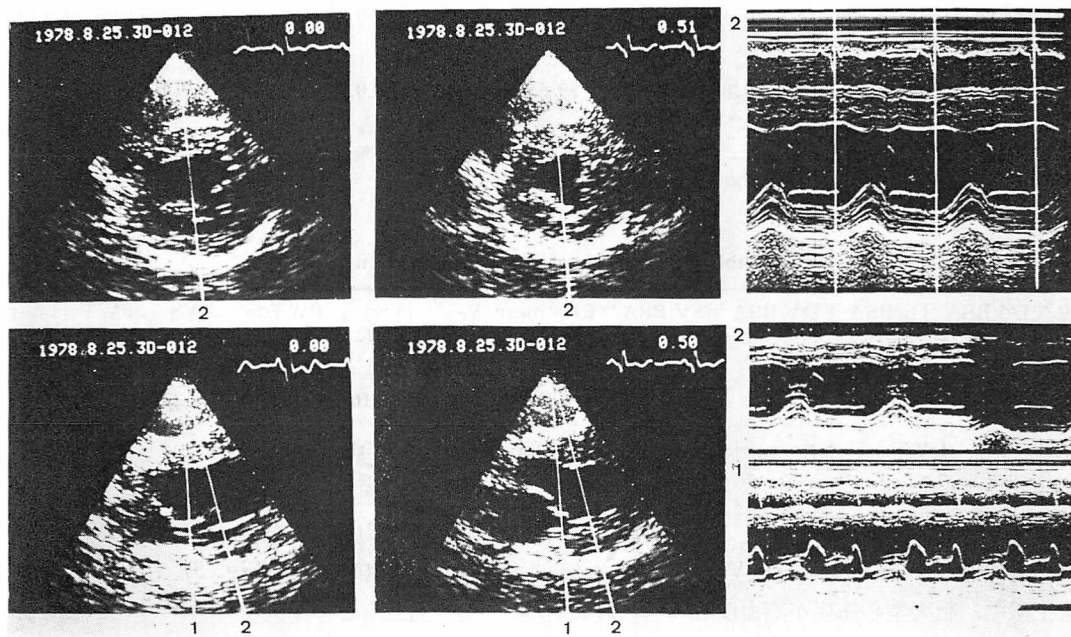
Direction of ultrasonic beams of M-mode echocardiograms indicated in real time cross-sectional echocardiograms.
